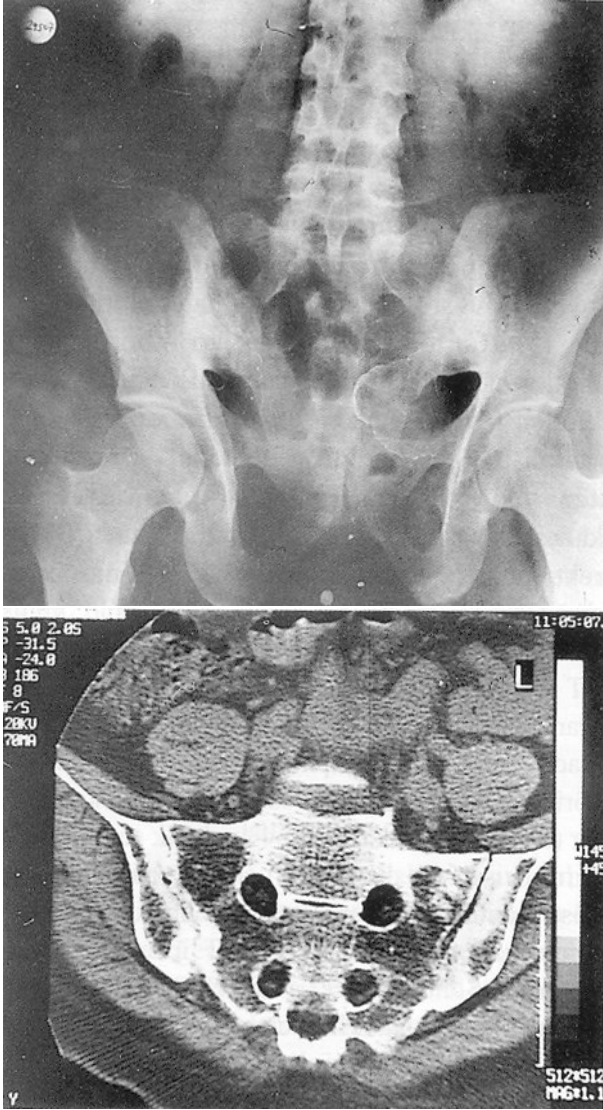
Direkt grafide (a) sağ eklemde kuşuklu ancak spesifik olmayan değişiklikler (evre 1 bulguları), sol eklem yüzeylerinde hafif skleroz ve minimal erozyon mevcut (evre 2). Aynı olgunun BT incelemesinde (b) her iki eklemde skleroz, erozyon ve eklem mesafesinde daralma izlenmekte olup bilateral evre 3 sakroileit olarak değerlendirildi.
